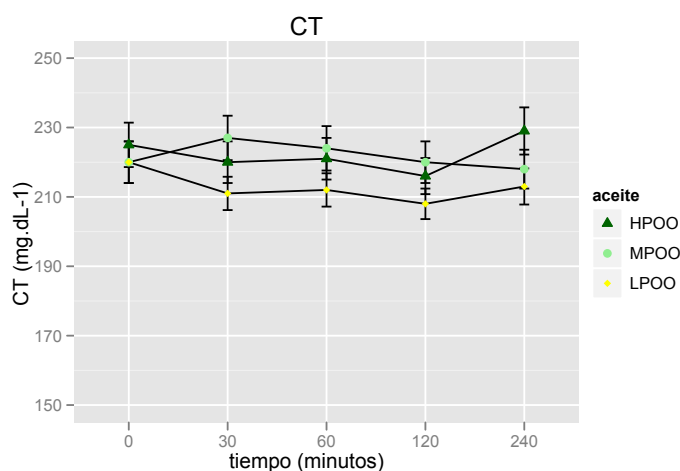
Concentraciones plasmáticas de CT tras la ingesta de aceite con diferente contenido en compuestos fenólicos (HPOO: alto; MPOO: medio y LPOO: bajo). ANOVA para medidas repetidas. $p_1(\text{aceite}) = 0,204$; $p_2(\text{tiempo}) = 0,027$; $p_3(\text{aceite}*\text{tiempo}) = 0,082$.
